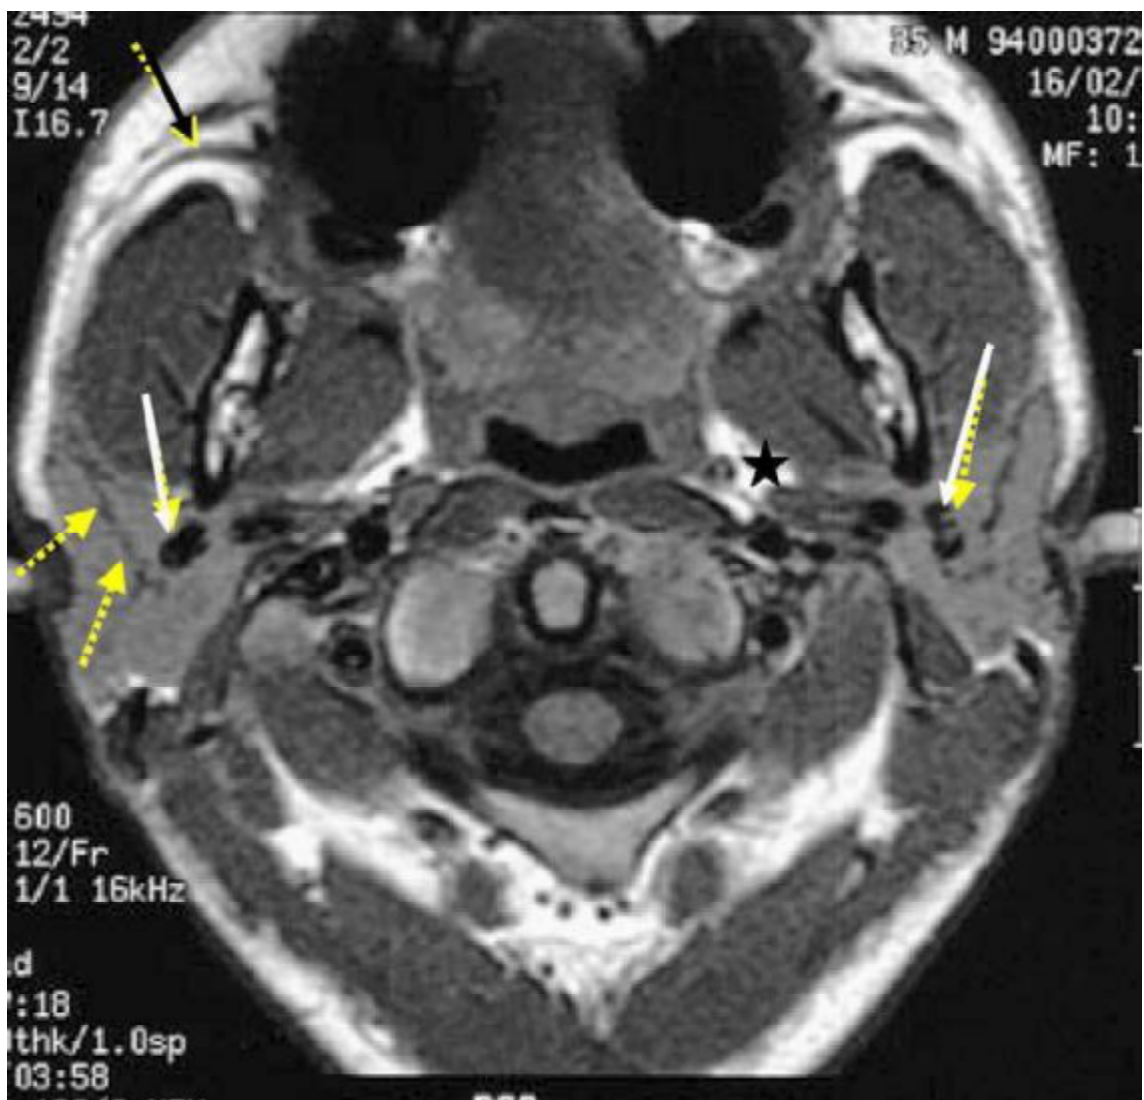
Coupe IRM axiale en écho de spin T1 intéressant les glandes parotides. Flèches discontinues : canaux excréteurs intraglandulaires ; flèches blanches: veines rétro mandibulaires ; flèche noire ; conduit parotidien [16].
